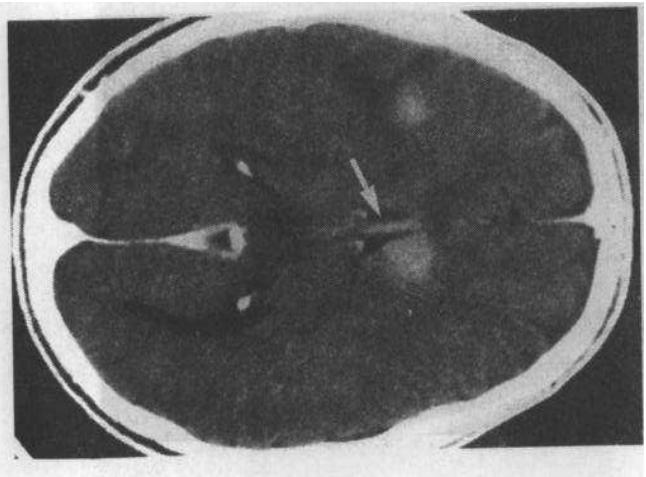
中枢神经系统淋巴瘤。增强 CT 表现为多发病灶，特征性的位于脑室周围，边界不清。胼胝体压部(箭头)的侵犯也提示其为侵蚀性软
